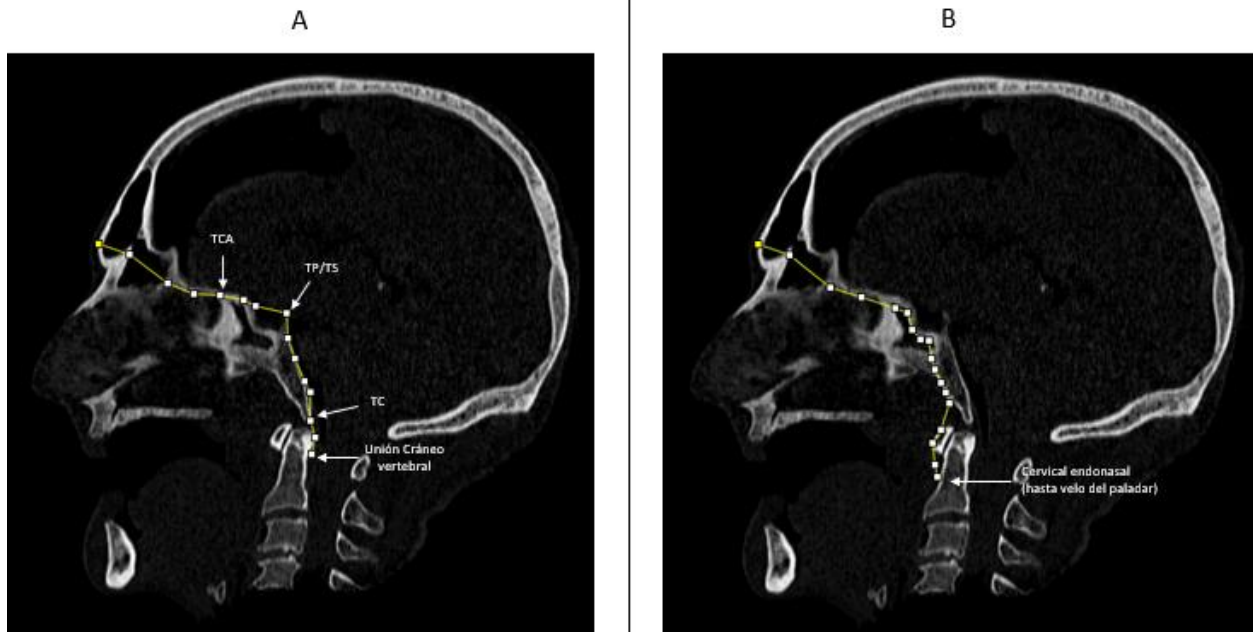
Medidas longitudinales de la Base del Cráneo. A: La línea segmentaria sigue el recorrido teórico del colgajo en función del defecto a sellar. Consideramos TCA hasta el planum esfenoidal, TP/TS hasta dorso de la silla turca o clinoides posteriores, TC hasta porción inferior del clivus y Unión cráneo-vertebral hasta la unión del 1/3 superior con el 1/3 medio de la apófisis odontoides. B: La línea segmentaria sigue el recorrido teórico del colgajo para sellar una teórica nasofaringectomía. Consideramos la distancia cervical endonasal hasta la altura del velo del paladar. TCA: TransCribiforme Anterior. TP/TS: TransPlanum/TransSelar. TC: TransClival.
